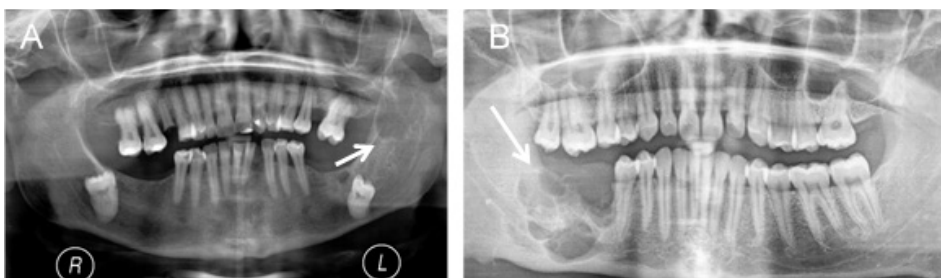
Ameloblastoma multicístico. Ortopantomografias (A e B) mostram lesões lucentes e multiloculadas (setas), em (A) no ramo ascendente esquerdo e em (B) na transição entre o corpo e o ramo ascendente direito, ambas com o aspecto multiloculado característico em “bolhas de sabão”.
